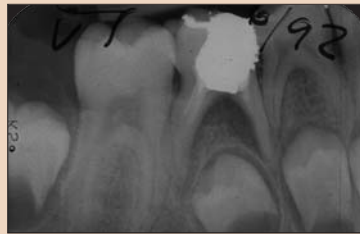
19.06.1992 – контрольный рентгеновский снимок после полного пломбирования корневых каналов.
